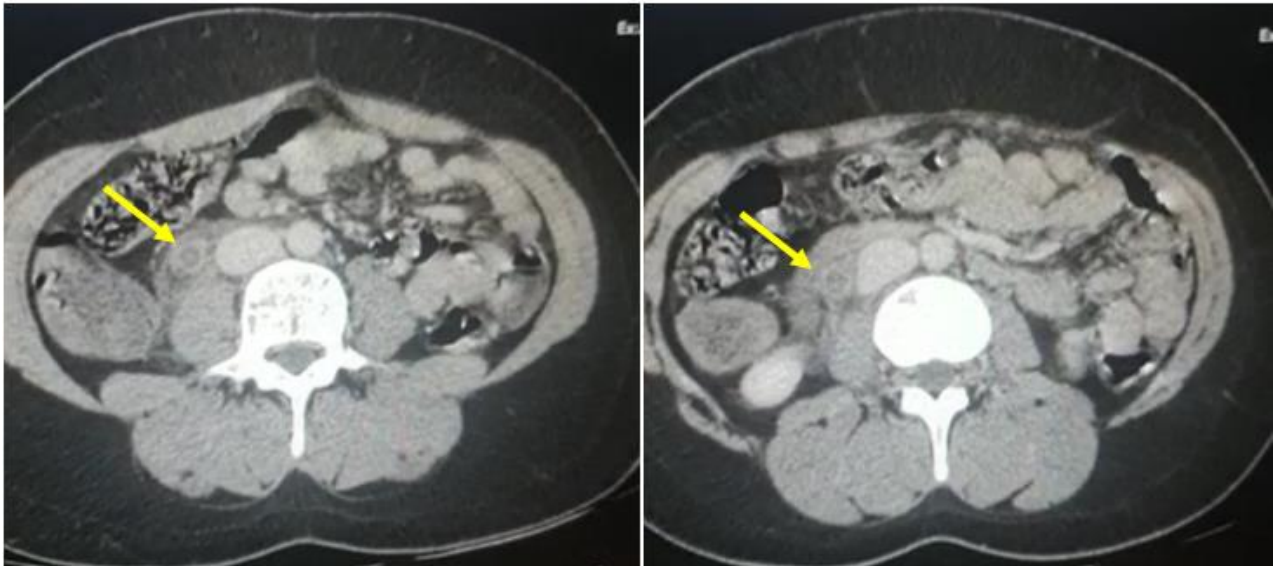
A. Coupe TDM axiale après injection veineuse iodée passant par le plan de la veine cave sous rénale : thrombose de la veine ovarienne droite avec une hypodensité centrale et un rehaussement pariétal (flèche).
